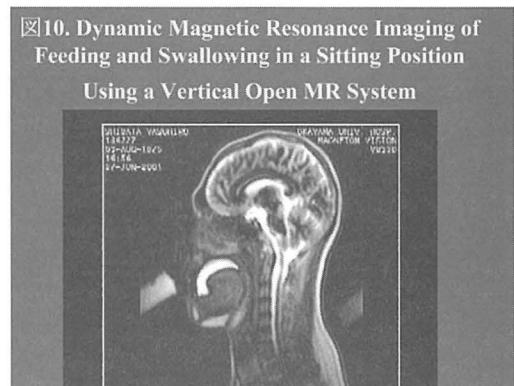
座位撮影による摂食・嚥下 MRI 像。
